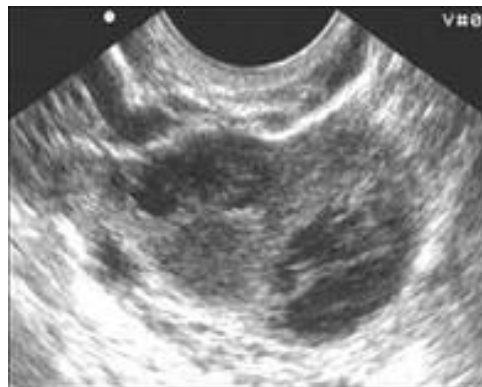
Тубоовариальный абсцесс (УЗИ)
